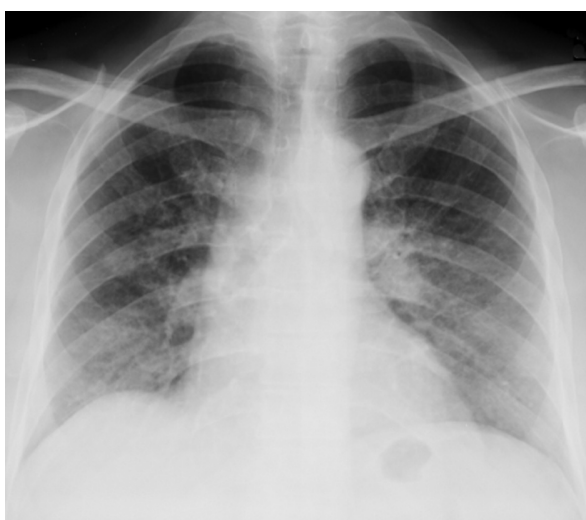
Radiografía de tórax. Aumento del intersticio peribronquial parahiliar bilateral. Infiltrado reticulonodular difuso en ambos campos pulmonares
